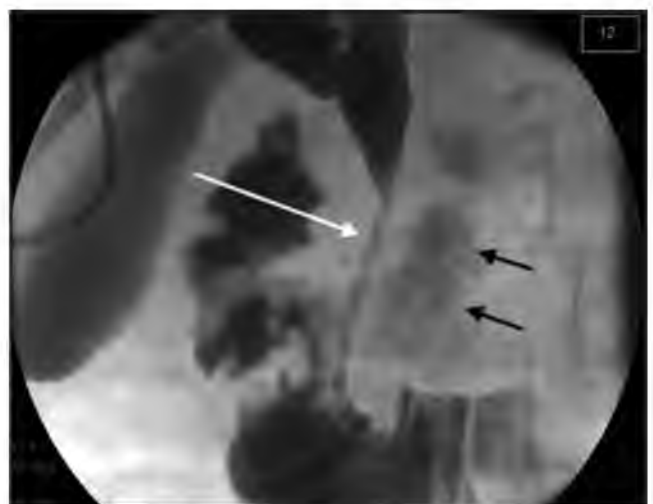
Наружновнутреннее транспапиллярное дренирование желчного дерева у пациента с доброкачественной стриктурой дистального отдела холедоха, обусловленной хроническим панкреатитом. Рентгеноконтрастные зоны кальциноза в паренхиме поджелудочной железы (черные стрелки). Наружновнутренний билиарный дренаж (белая стрелка).
